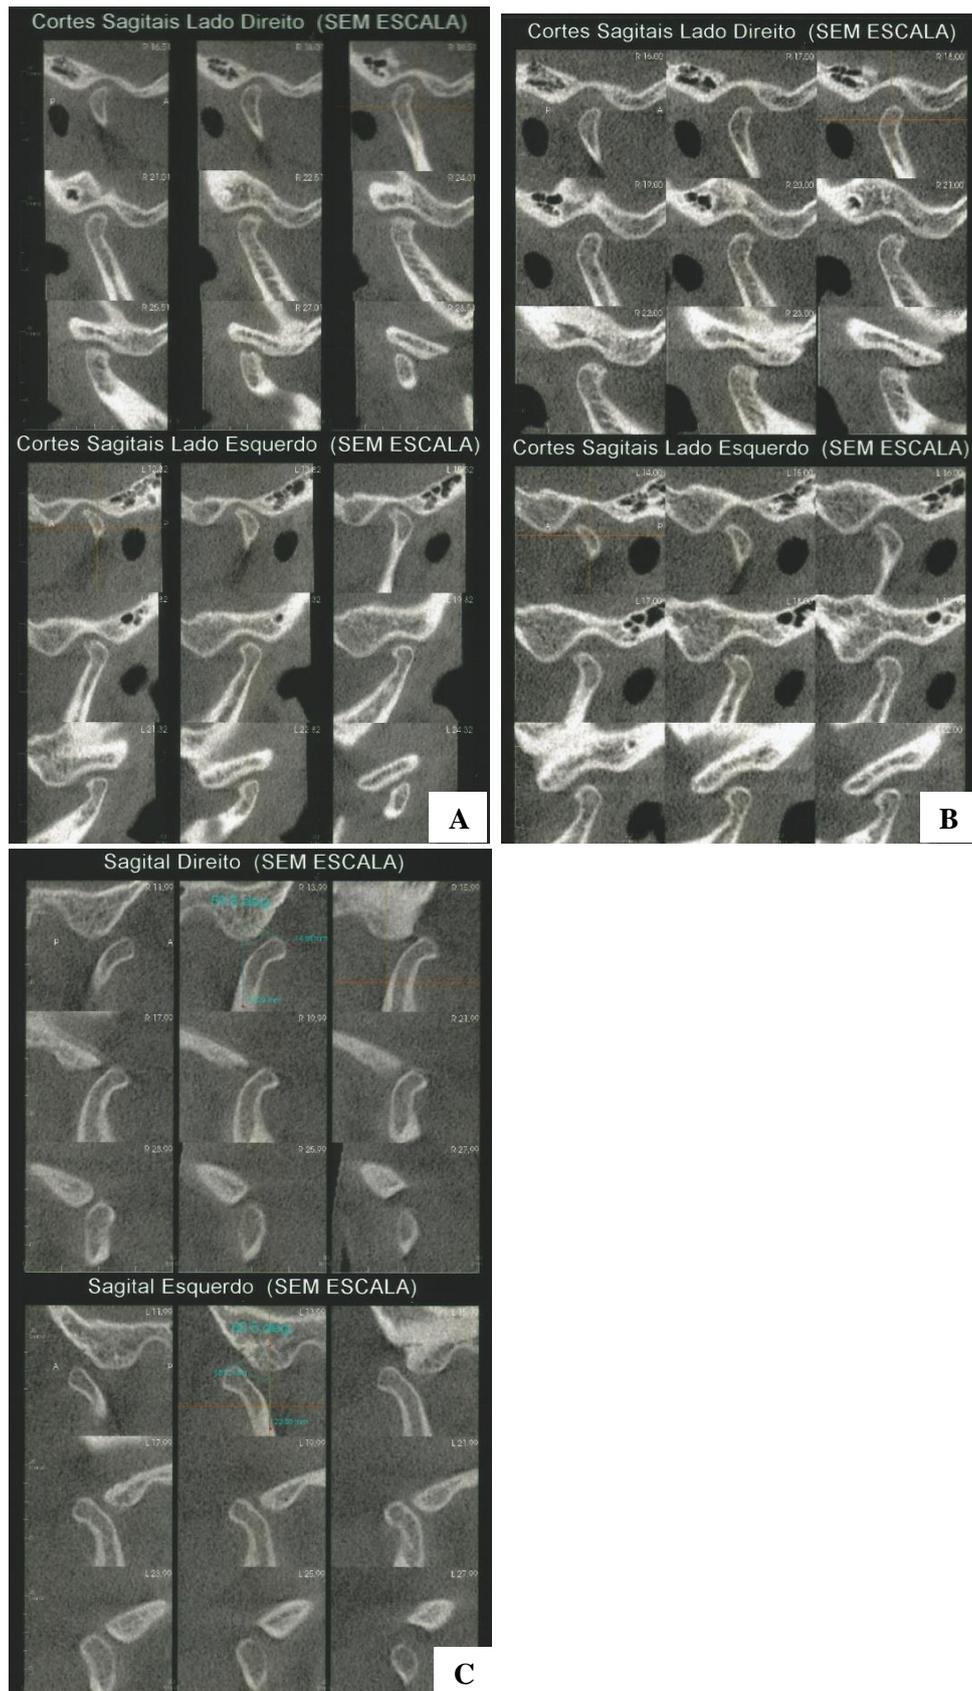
Tomografia computadorizada, com corte em norma sagital das ATMs em (A): MIH, (B): repouso e (C): abertura máxima.
